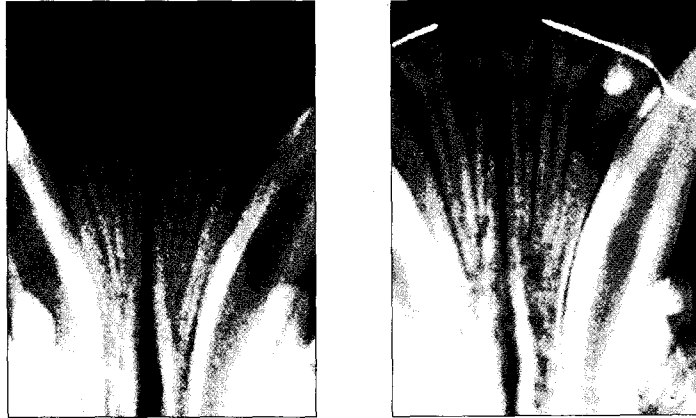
Representative pre-(Lt) & post-operative(Rt) periapical radiographs
